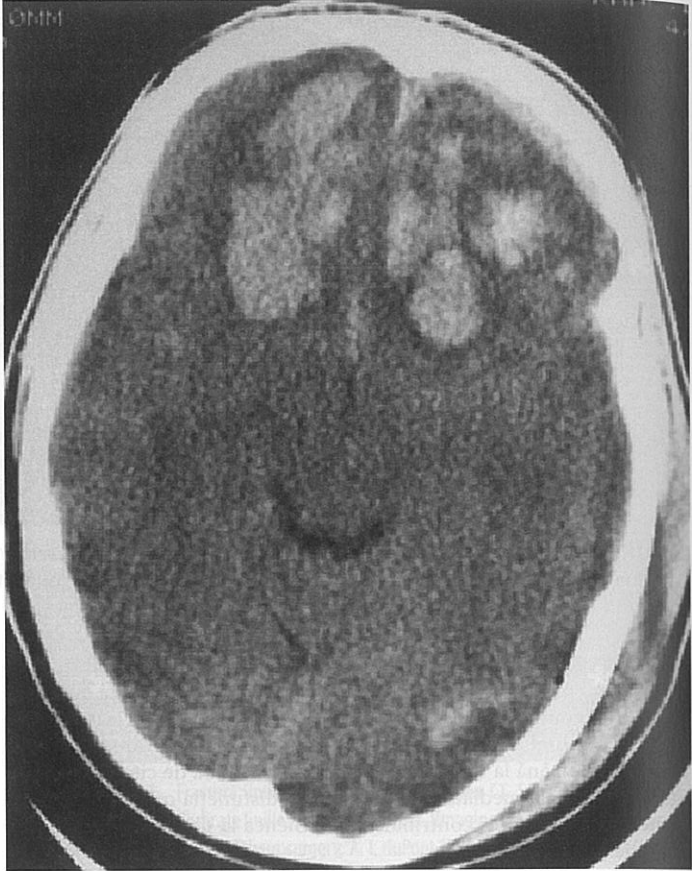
Examinare CT care arată hemoragie intraparenchimotoasă tardivă după o contuzie traumatică [Imagine folosită cu acordul lui Jack Fountain, Jr., MD, Emory University and Grady Memorial Hospital.]
